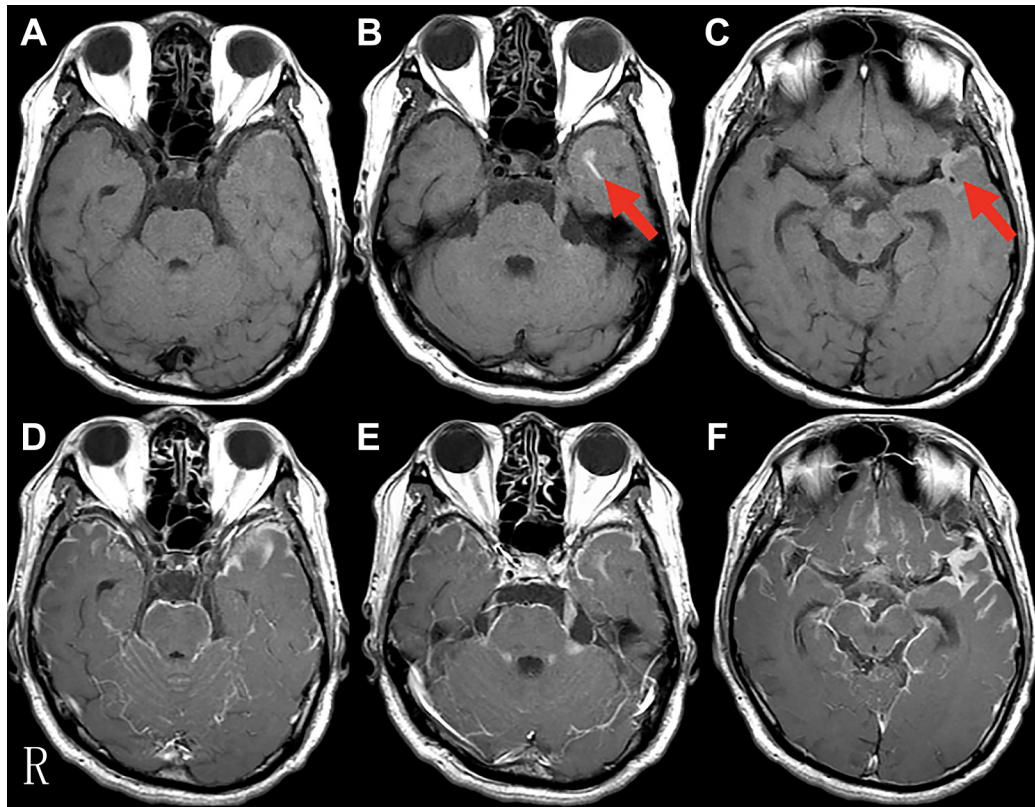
Brain MRI images (1.5 T).
